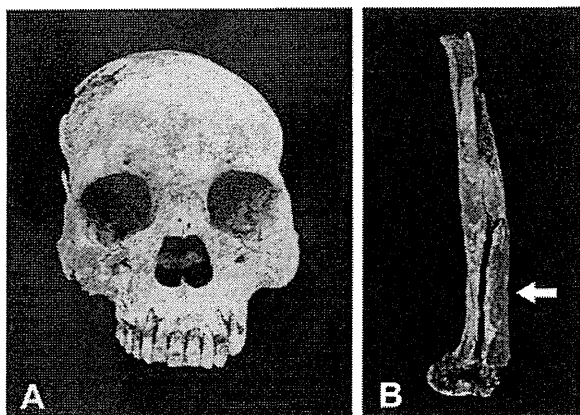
Macroscopic view of the osteological lesions in the skeletal remains of TK5. (A) Frontal view of the skull with no paleopathological signs. The area from the glabella to the nasion andinion was in plane. No periostitis-caused osteological lesions were observed in the nasal bone or on the edges of the nasal aperture. (B) View of diaphysis of the femur. The arrow indicates extensive hypertrophy in the lower bone.
